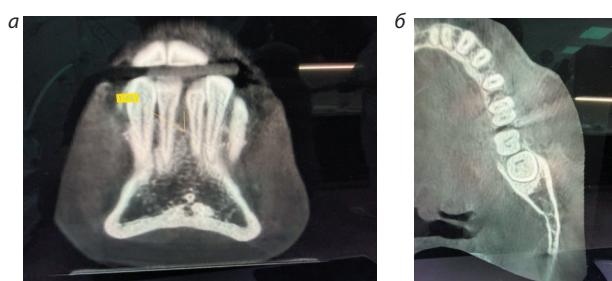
Пациент А. Конусно-лучевая компьютерная томография.
